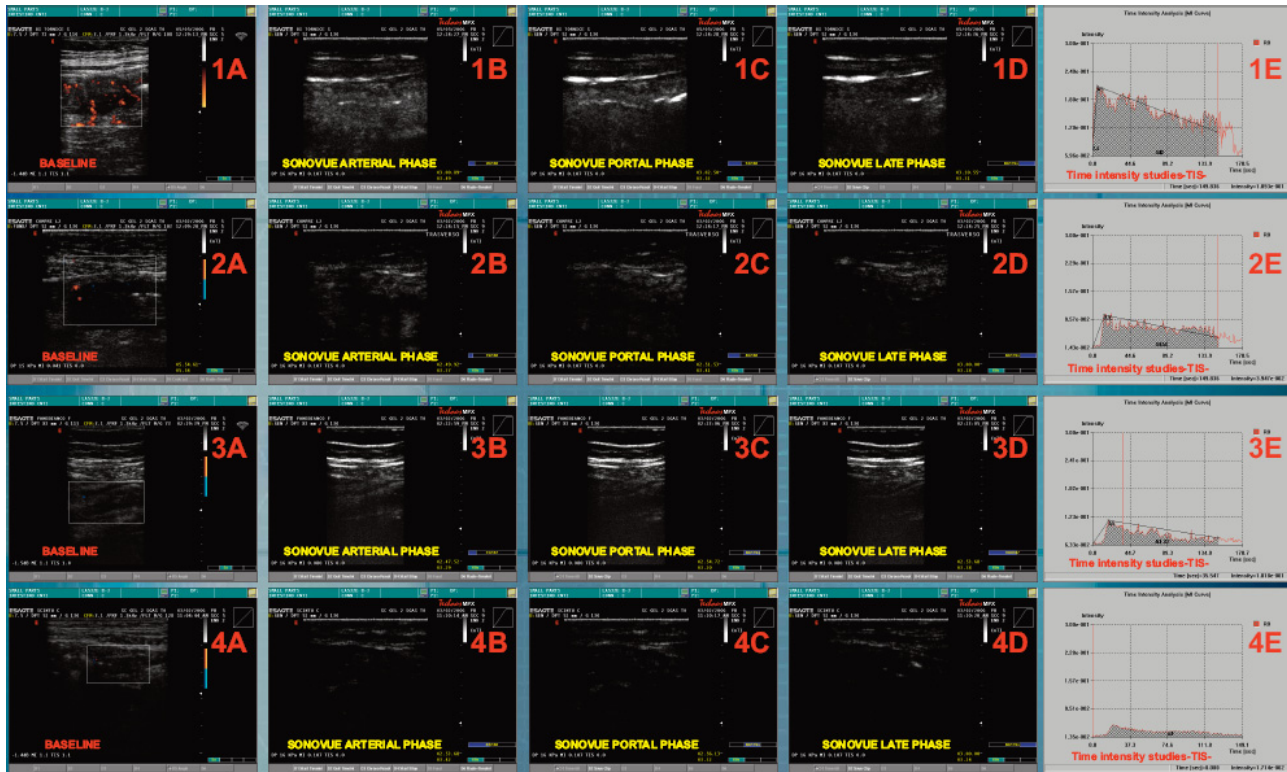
1A-D: esami di un Crohn attivo: A: in basale si apprezza una ricca vascolarizzazione di parete; B-D: alla CEUS-SVP si apprezza in tutte le fasi una vascolarizzazione della parete intestinale; tale vascolarizzazione persiste anche in fase tardiva (D) (pattern CEUS 1). 2 A-D: Crohn attivo, ma con vascolarizzazione meno intensa al powerdoppler (2A) e pattern CEUS bistratificato (pattern CEUS 2). 3 A-D: Crohn inattivo: al power (3-A) assenza di vascolarizzazione; alla CEUS (3-B-D) pattern tristratificato (pattern 3). 4 A-D: Crohn inattivo: al powerd. (4-A) assenza di vascoarizzaizone; alla CEUS (4 B-D) vascolarizzazione pressocché assente. 1-4 E: la corrispondente curva alla CEUS-TIS.
